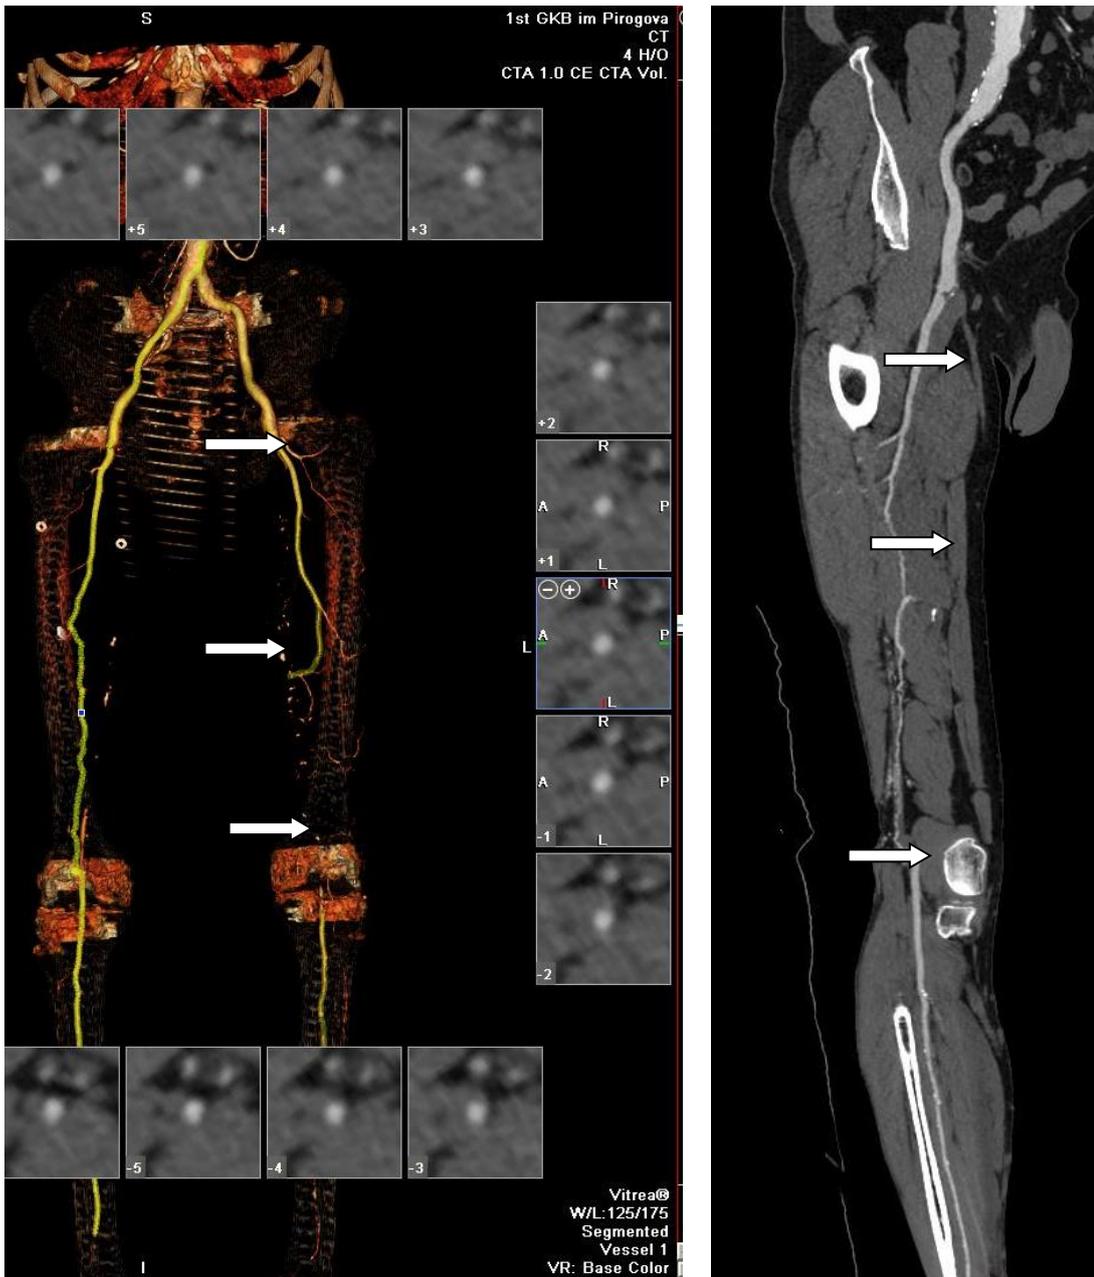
Данные КТ-артериографии пациента Р. с окклюзией ПБА и P1-P2 сегментов подколенной артерии.
